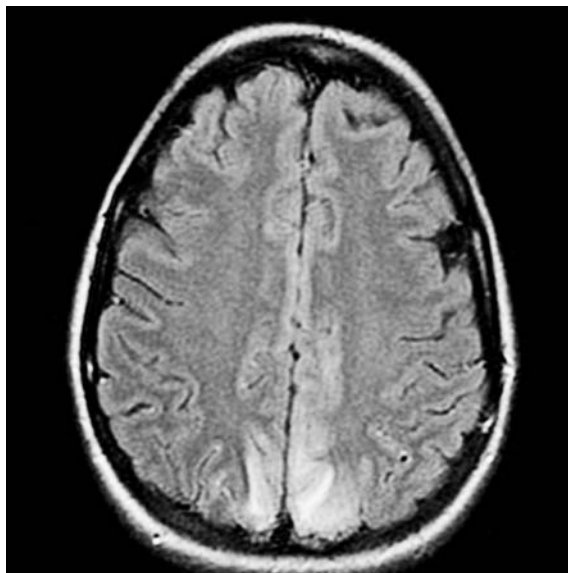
Resonancia magnética encefálica al ingreso. Hiperseñal en la región parieto-occipital bilateral, que afecta a sustancia blanca (secuencia FLAIR).
